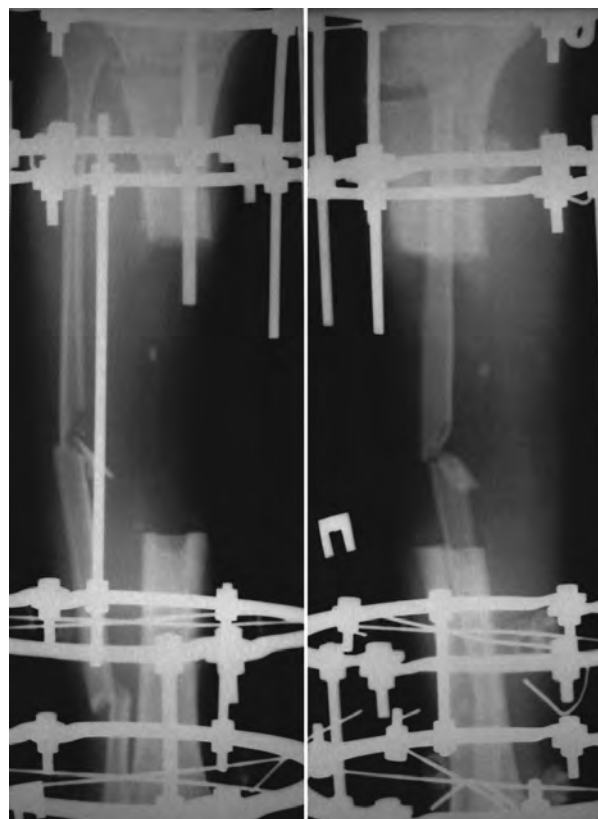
Рентгенограммы правой голени после операции.
